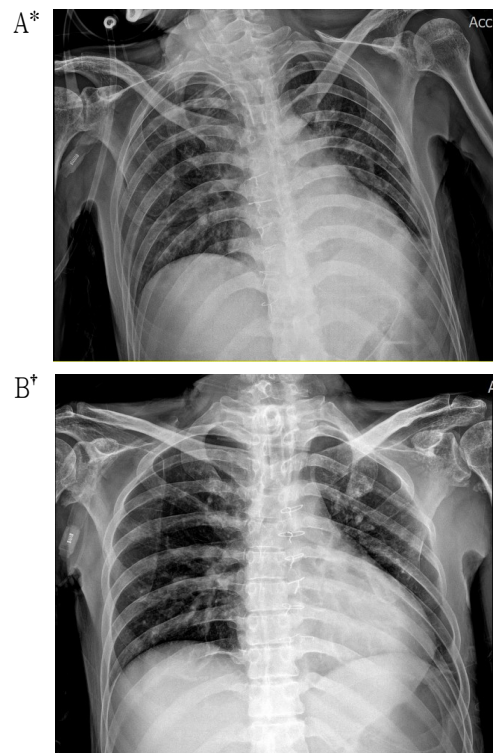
Chest X-ray image in case.
